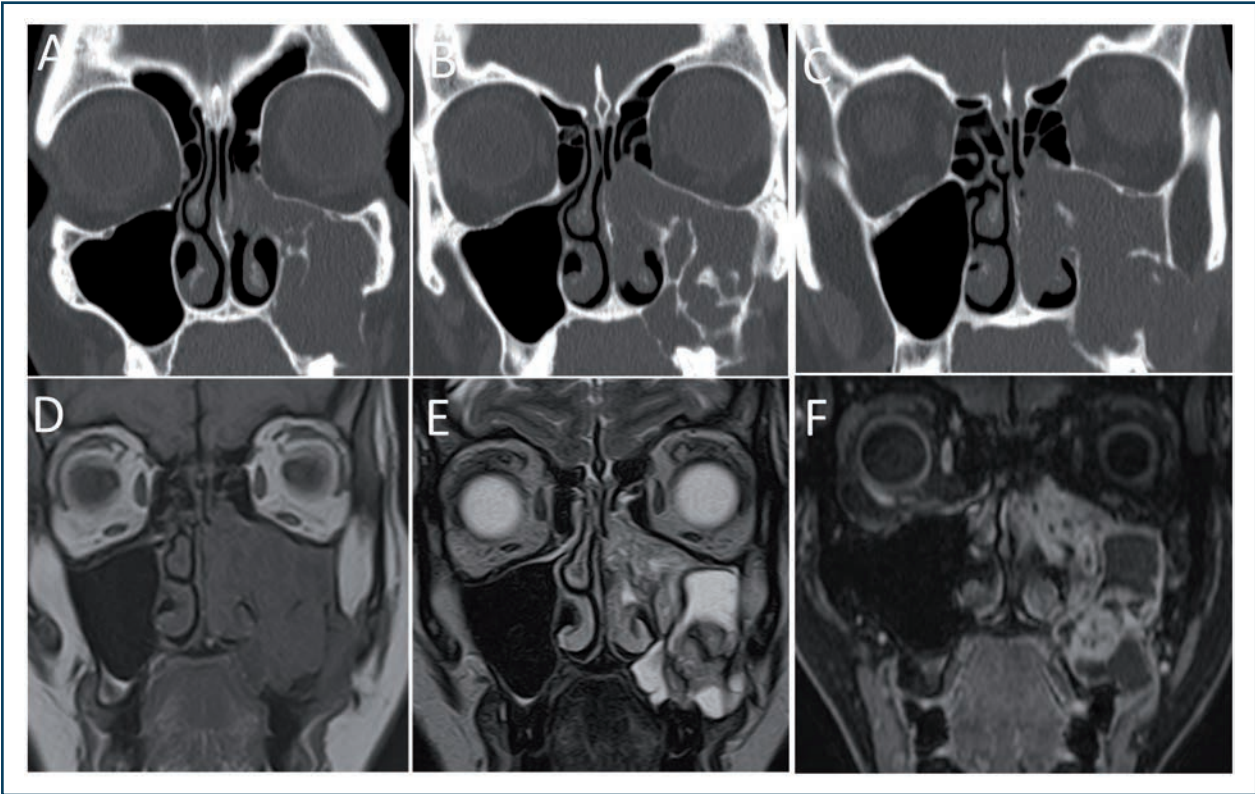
Améloblastome découvert sur douleur dentaire et obstruction nasale chez un homme de 50 ans. (A-C) Scanner en fenêtre osseuse retrouvant l'image expansive multigéodique dite « en bulle de savon », une rhizalyse et l'insertion sur le secteur molaire postérieur de l'infra-structure du maxillaire. Les structures endonasales sont essentiellement refoulées. (D-F) IRM pondérée en séquences T1 (D) la tumeur est en isosignal, T2 (E) en iso- et hypersignal en raison de son caractère mixte tissulaire et kystique et T1 injecté (F) rehaussé par le gadolinium sur ses portions tissulaires et en périphérie des zones kystiques.
